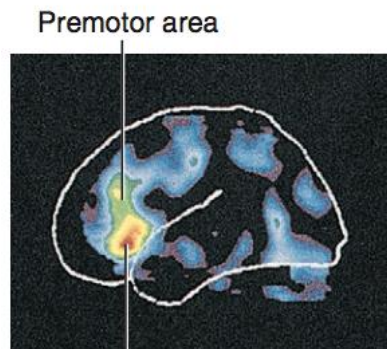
Córtex pré-motor identificado em imagem PET Scan durante um exercício de linguagem. (14)
